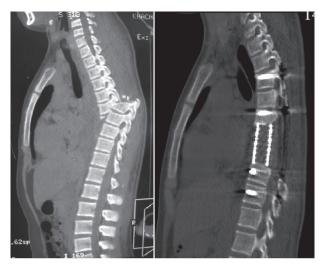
КТ-исследование позвоночника больного X. до операции и через 12 месяцев после операции
